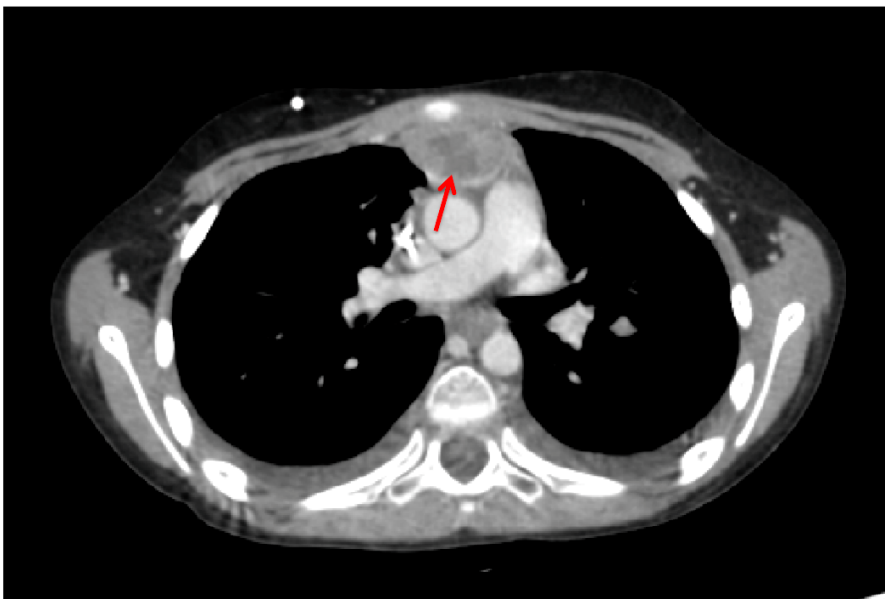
Paziente di 8 anni, di sesso maschile affetto da linfoma di Burkitt (recidiva). Nell'immagine TC, si osserva la presenza di tessuto solido, disomogeneo, con aree ipodense nel suo contesto (freccia), a livello del mediastino anteriore.
